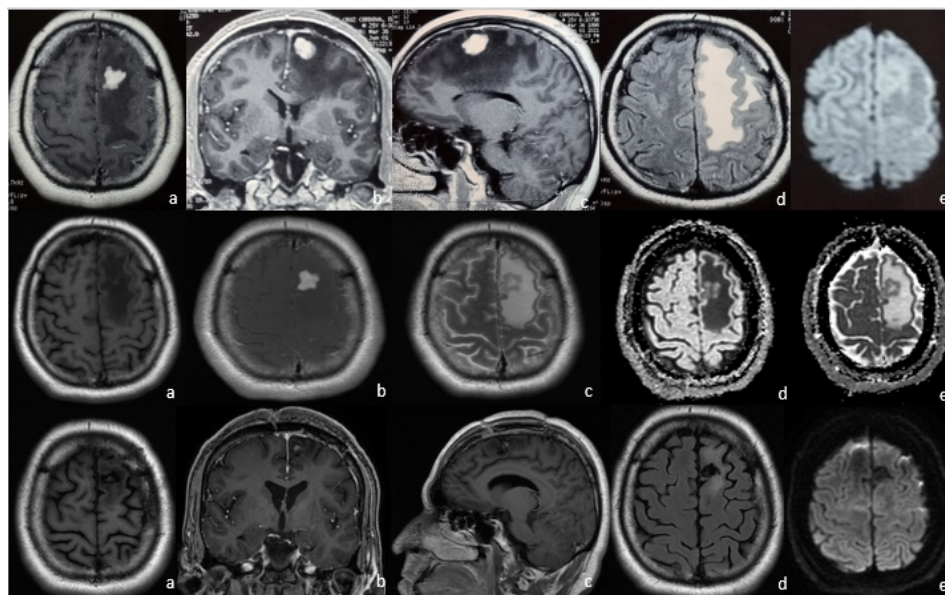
Resonancia magnética encefálica al ingreso, pre operatorio y a 6 meses postoperatorio (1ª, 2da y 3era fila respectivamente). En la 1ª fila (a,b,c) imagen T1 contrastada, se aprecia un realce homogéneo frontal izquierdo en corte axial coronal y sagital; (d) con edema asociado en FLAIR y (e) sin restricción a la difusión aparente. 2da fila: imagen en T1, T1 con contraste y FLAIR (a,b,c); Difusión y ADC sin restricción aparente (d,e). 3ra fila: hipointensidad frontal izquierda en relación a resección de masa tumoral; no realce al contraste (b,c), leve edema perilesional en FLAIR (d).
